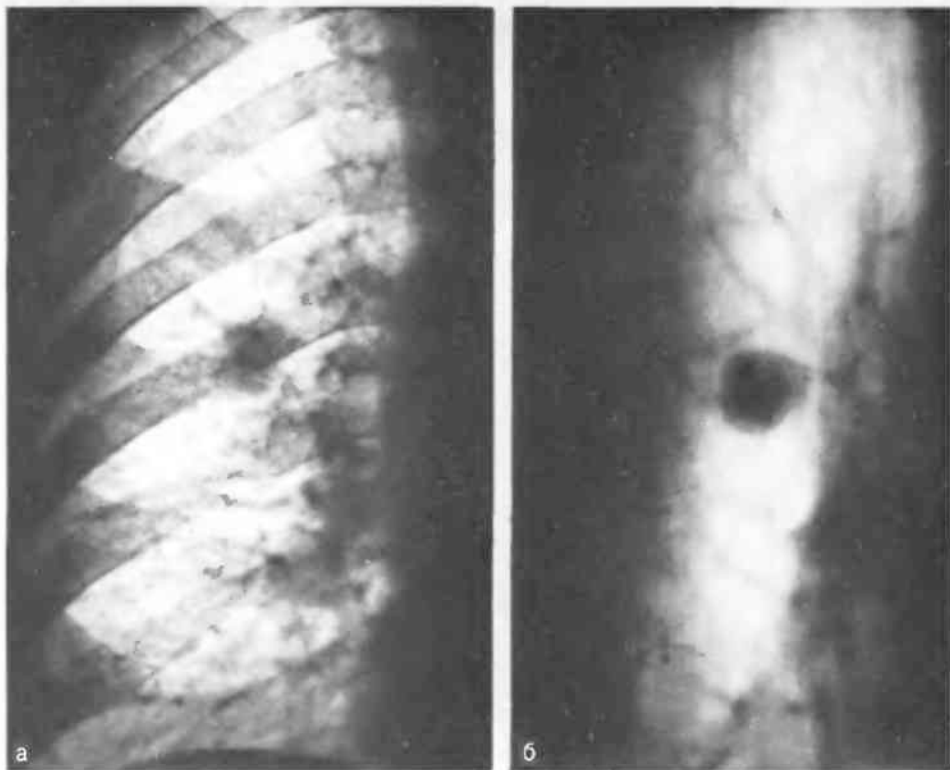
Рентгенограмма (а) и томограмма (б) правого легкого. В среднем отделе правого легкого расположен раковый узел. Тень его неправильно округлой формы с резкими, но неровными контурами, что значительно лучше видно на томограмме.
